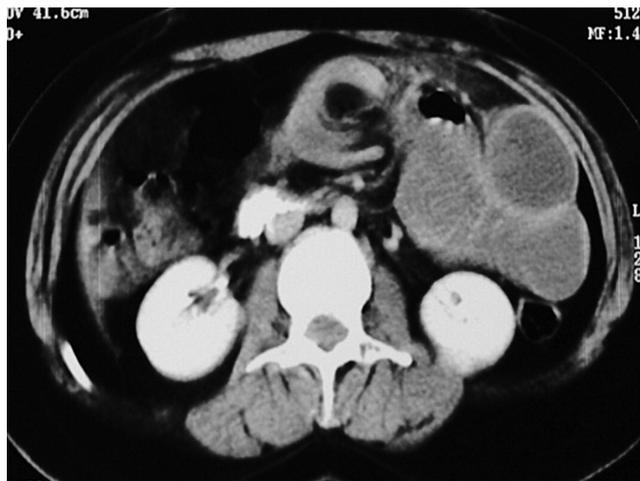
Tomografía axial computarizada de abdomen que muestra ausencia de progresión de medio de contraste hacia duodeno con segmento de intestino delgado dilatado e imagen de *doble halo* con densidad de grasa en su interior.
